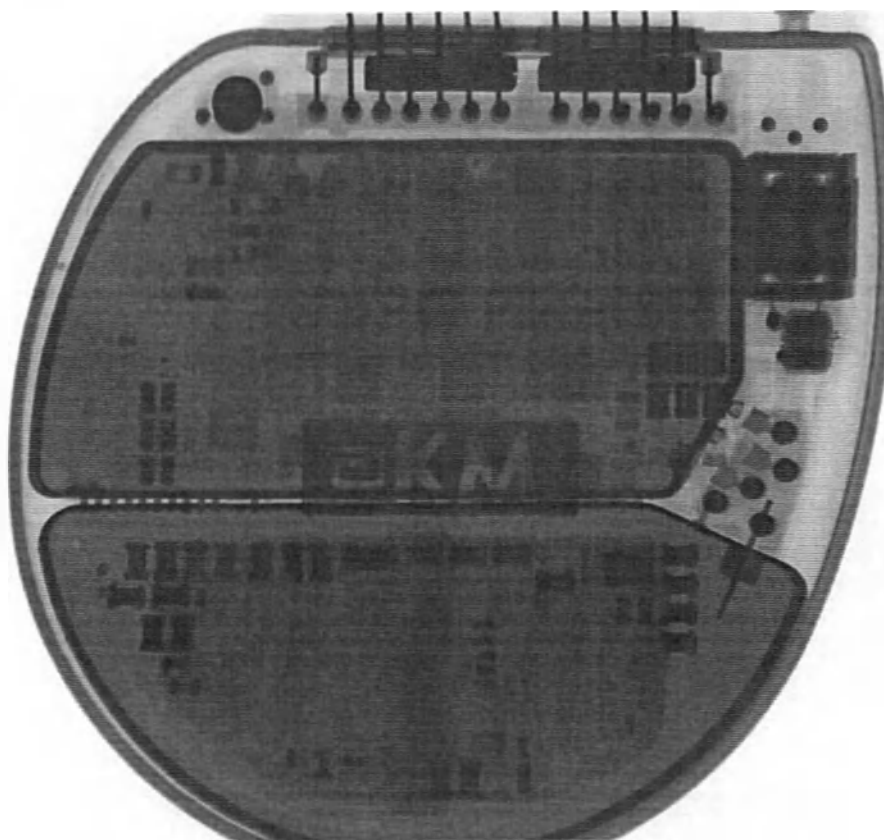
Рентгеноконтрастный маркер КДИ
